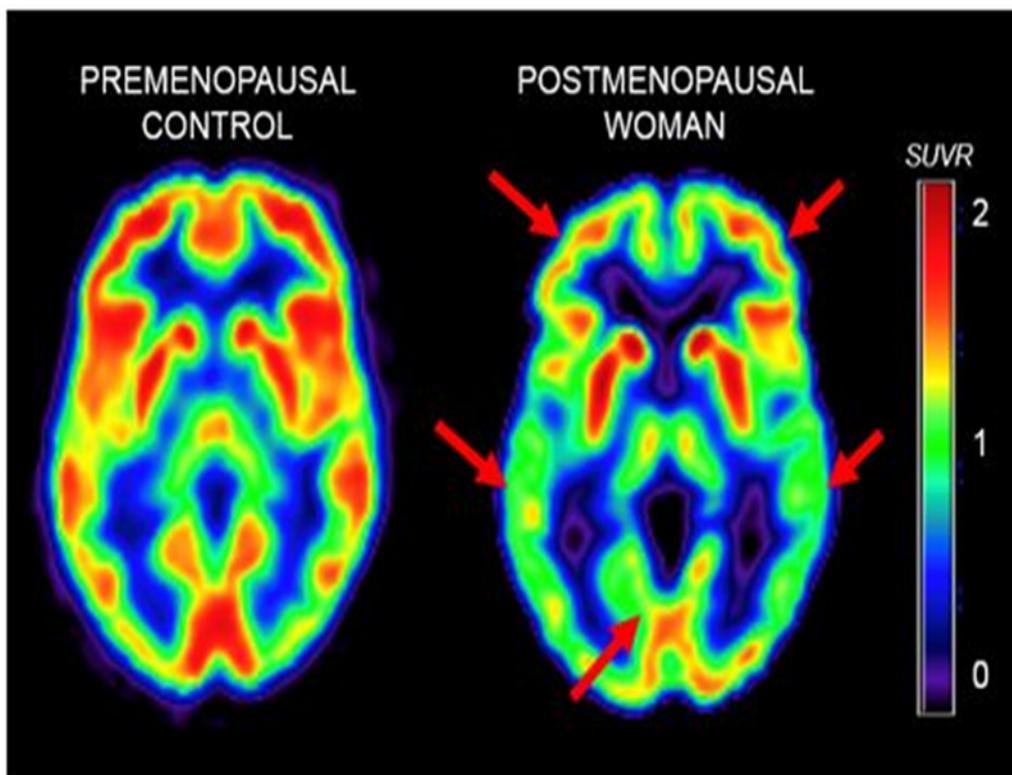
Exploraciones PET de dos participantes femeninas representativas en las etapas premenopáusicas (lado izquierdo de la imagen) y postmenopáusica (lado derecho de la figura). Tomado de Scheyer et al., 2018.
